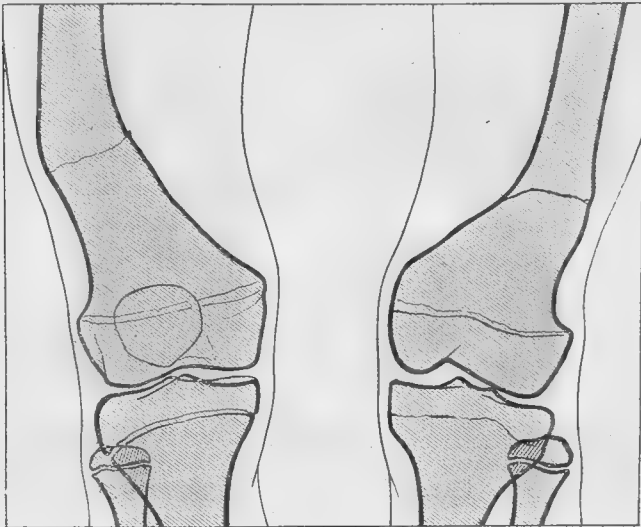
Radiographies de face après l'ostéotomie.
